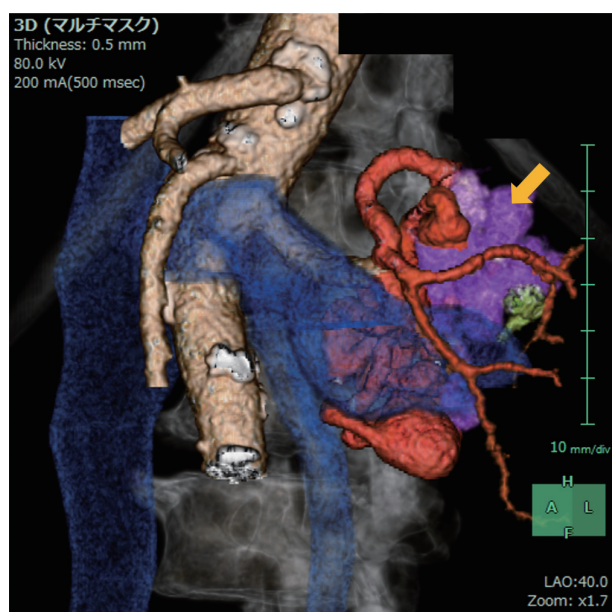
3D-CT shows nidus (indicated by arrows), numerous varicose veins and dilation of the left renal vein. There is a single pathway that drains to the left renal vein.
